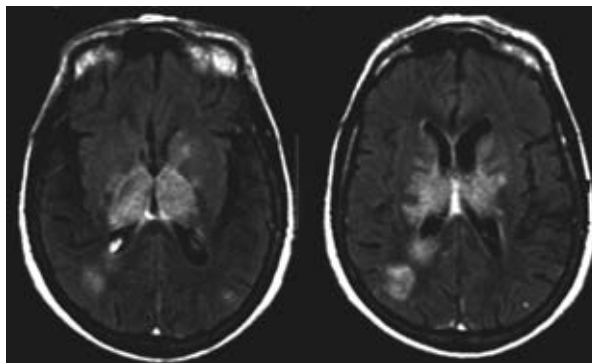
RM Flair – Hiperintensidade bitalâmica, hiperintensidade parieto-occipital esquerda.
